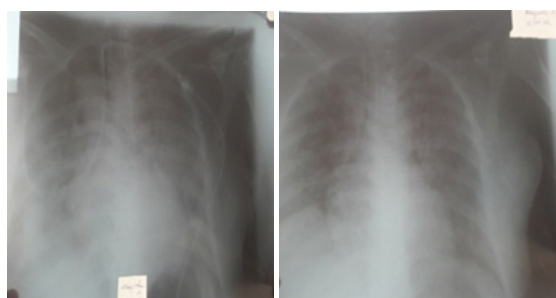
21.09.17 г. При рентгенографии во время поступления отмечается тотальная инфильтрация обеих легких
